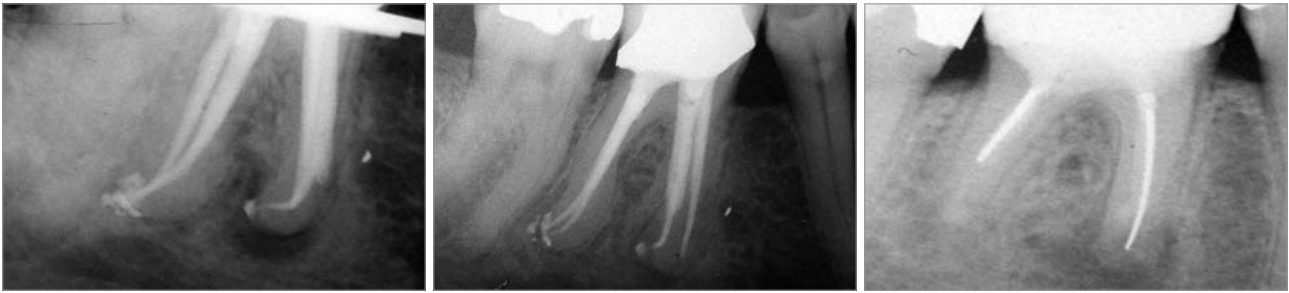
Röntgenkontrollaufnahme nach Wurzelfüllung; apikaler Überpressung von Sealer und Guttapercha besonders distal. – Abb. 10: Verlaufskontrolle nach drei Jahren, periapikale Aufhellungen nicht mehr zu erkennen. – Abb. 11: Ausgangssituation WF (Silberstifte) und WSR alio loco mit apikaler Aufhellung der mesialen und distalen Aufhellung.
